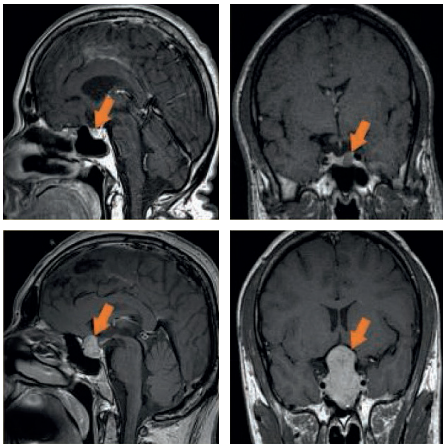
Oben: MRT eines kleinen Adenoms (Mikroadenom) der Hypophyse (Pfeile). Unten: MRT eines großen Adenoms (Makroadenom) der Hypophyse (Pfeile).
